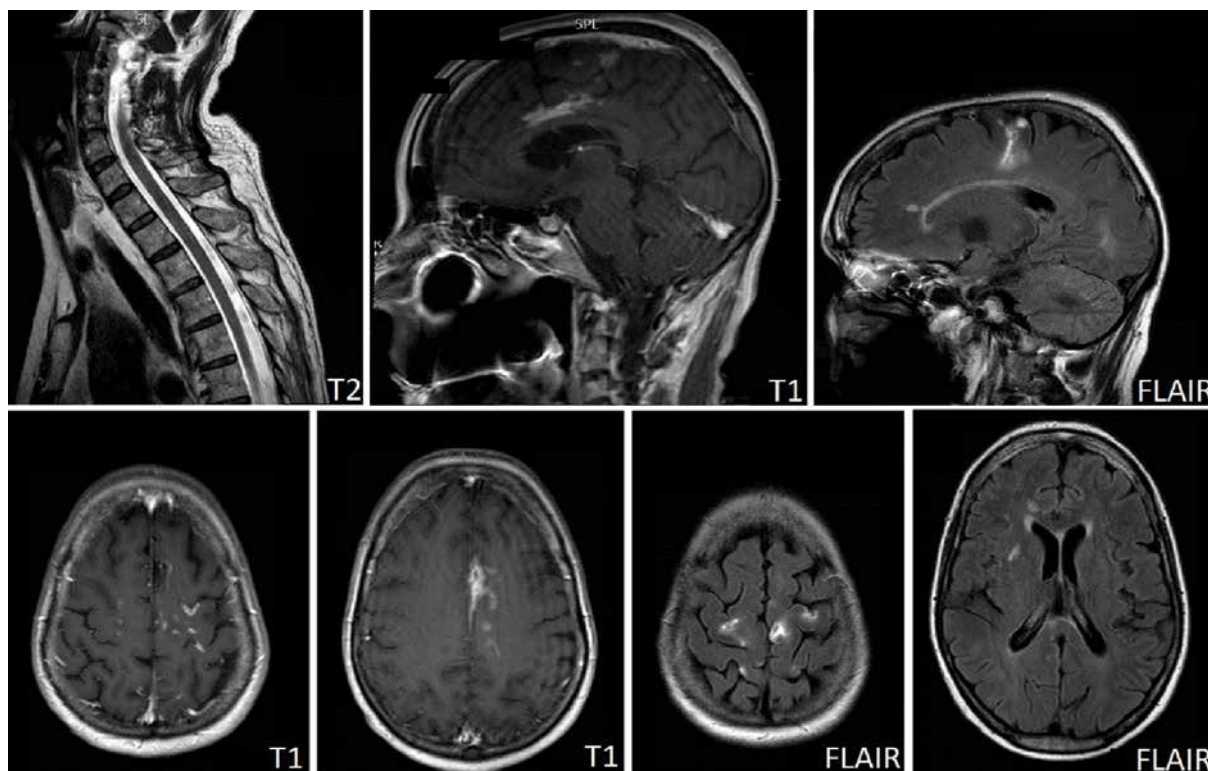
Магнитно-резонансная томография шейного отдела спинного мозга и головного мозга пациентки Е. Пояснения в тексте
